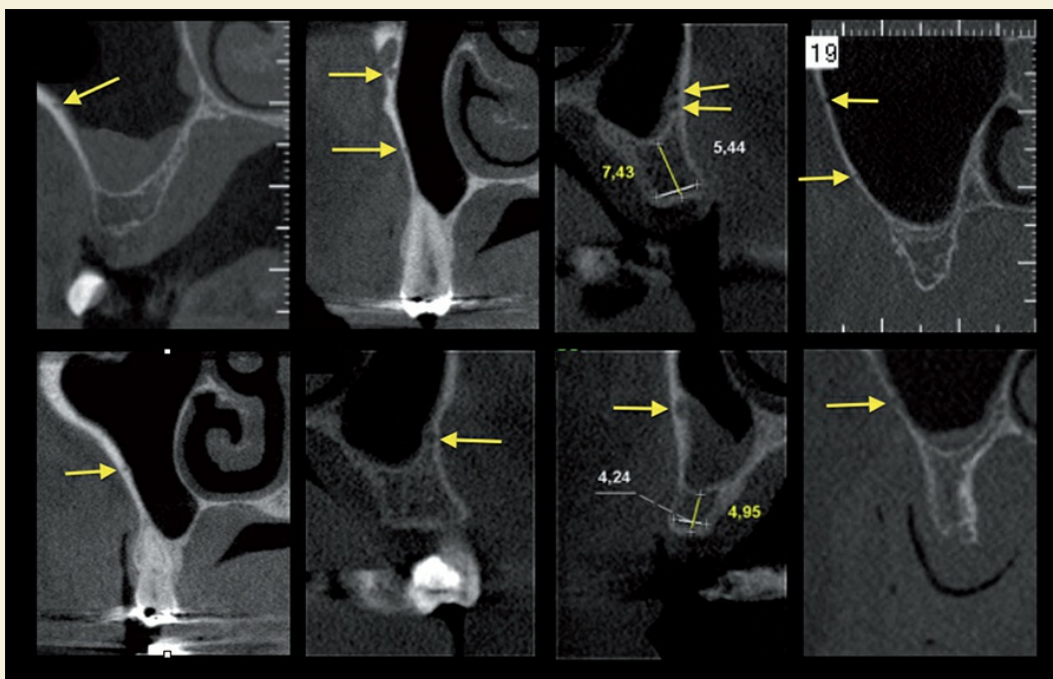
» As setas mostram nas TC a presença e os diferentes tamanhos do canal ósseo que aloja o ramo intraósseo da artéria alveolar superior posterior.
